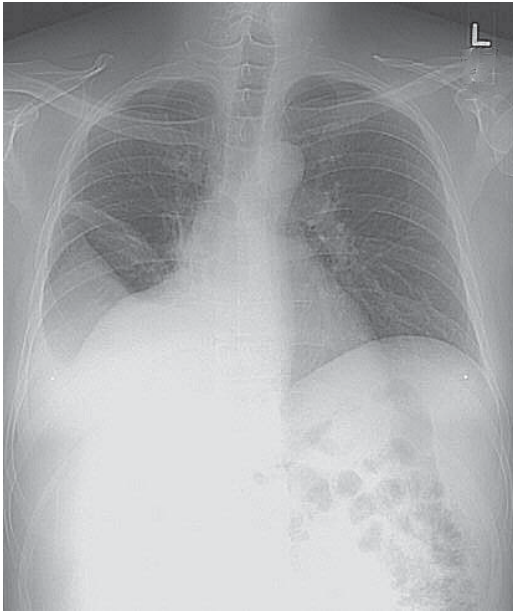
Рентгенографія. Асцит; елевація діафрагми з плевральним випотом (гепатогенний гідроторакс).
